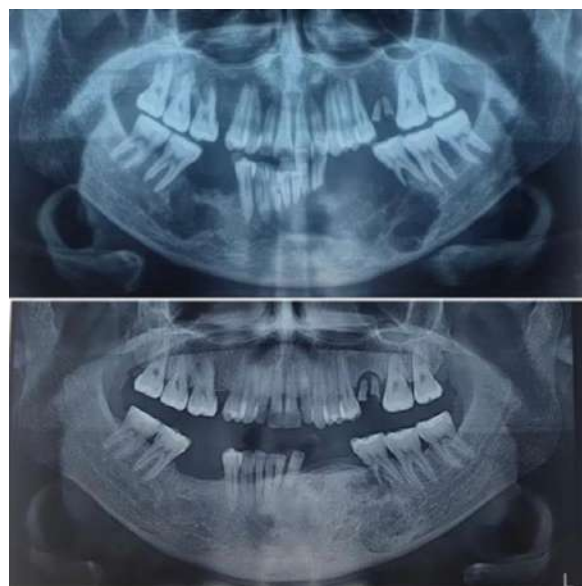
Radiographies panoramiques dentaires comparatives pré et adénoïdectomie para-thyroïdienne montrant la disparition spectaculaire de la tumeur mandibulaire.
